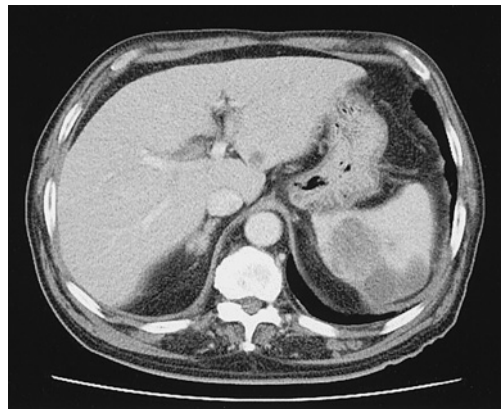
An abdominal CT scan shows a solitary 8 cm central splenic mass that was suspected to be metastatic.
